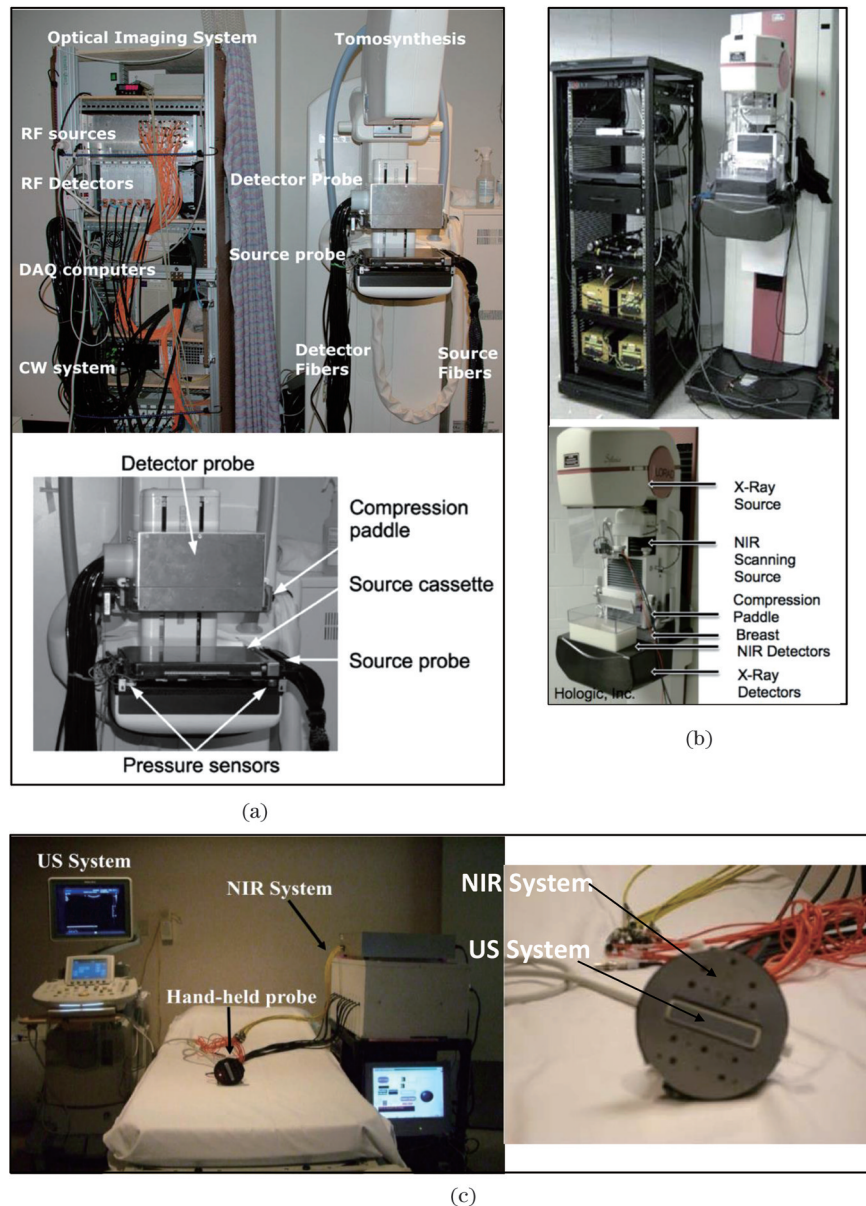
用于乳腺成像的多模态系统。(a)(b)DBT/NIRST 系统及其接口细节^[56,63-64]; (c)融合超声和 NIRST 的双模态系统及其探头细节^[61-62]
